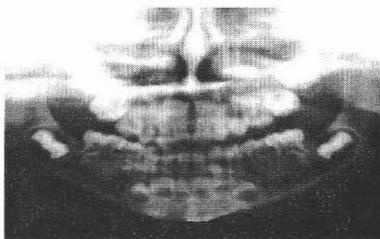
Radiografía (niño de 38 meses de edad)
